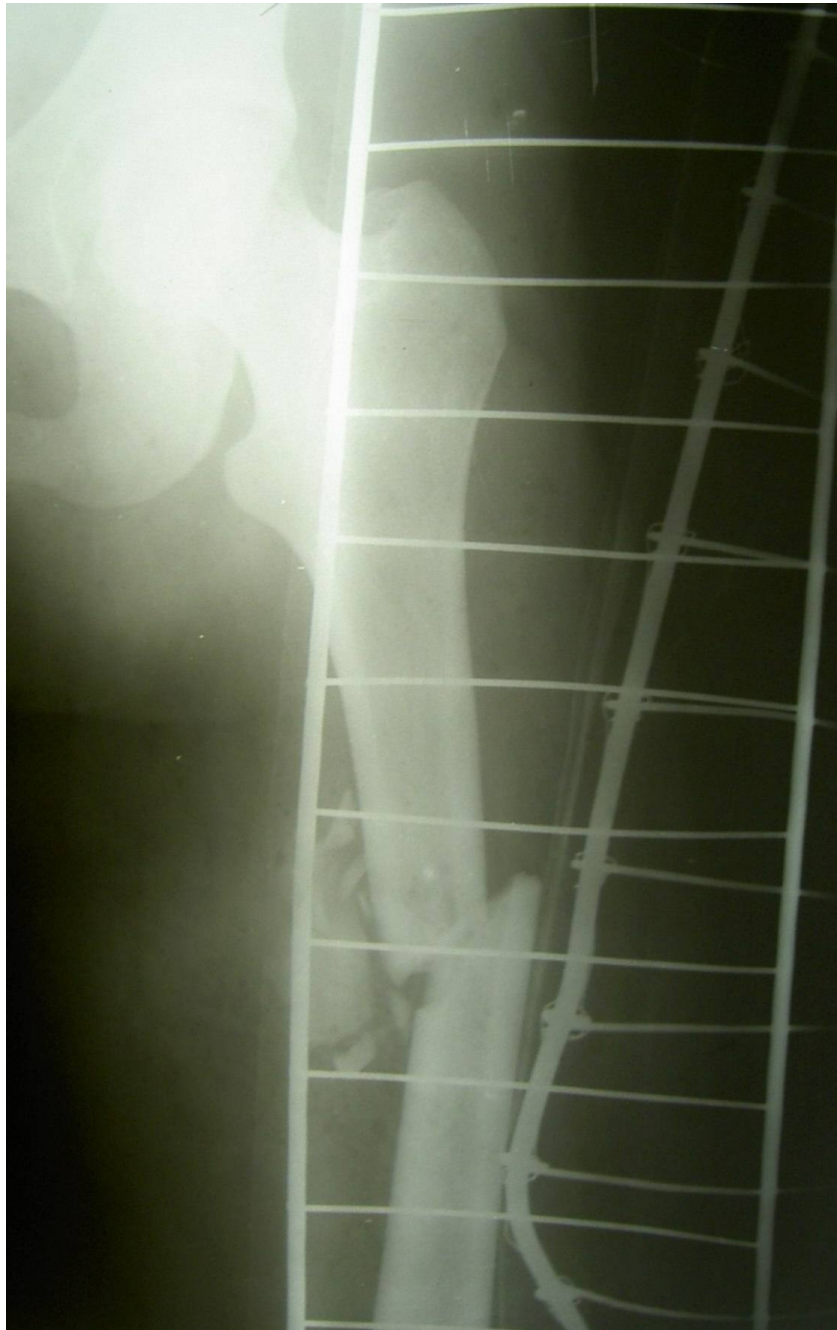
Фотовідбиток рентгенограми хворої К. при надходженні в клініку
